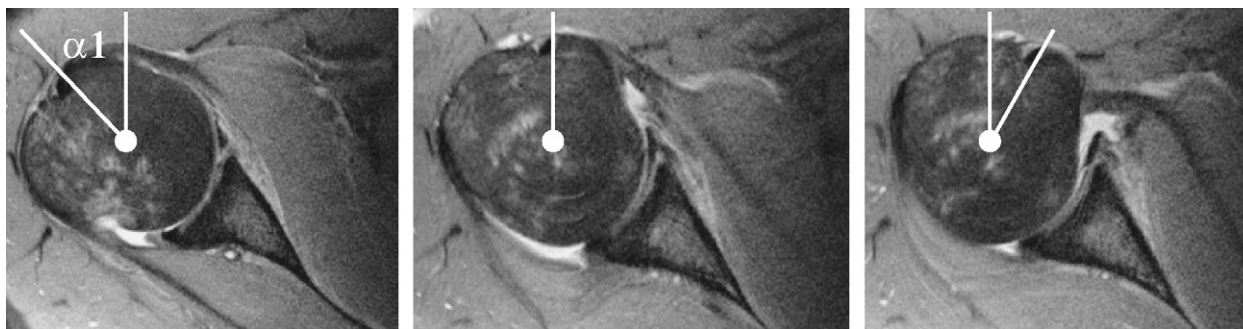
La mesure radiologique de la rotation externe céphalique ($\alpha 1$) a été réalisée sur les coupes IRM correspondant aux trois positions de rotation du membre supérieur. La reproduction du niveau de la coupe était vérifiée par l'utilisation de calques de cercles de diamètres croissants posés sur les clichés et permettant par ailleurs la détermination du centre céphalique. L'angle $\alpha 1$ était calculé à partir du cliché en rotation neutre (cliché central, main au zénith) en se basant sur la ligne reliant le centre de la tête humérale à la berge antérieure de la gouttière inter-tubérositaire. Notez le refoulement vers l'avant de l'hémarthrose, ici de faible abondance, lors de la rotation interne (cliché de droite). Dans ce cas, la position du labrum a été considérée comme inchangée en rotation externe (cliché de gauche), malgré une discrète latéralisation de la pointe du labrum.
